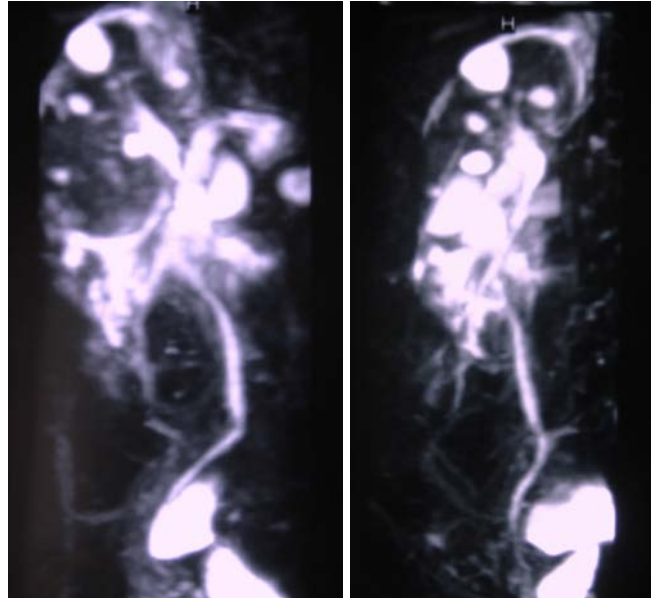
Uro-RM en paciente con cólico nefrítico renal derecho, visualizamos efusión linfática perinéfrica hiperpresiva. Algunas formaciones quísticas corticales.
